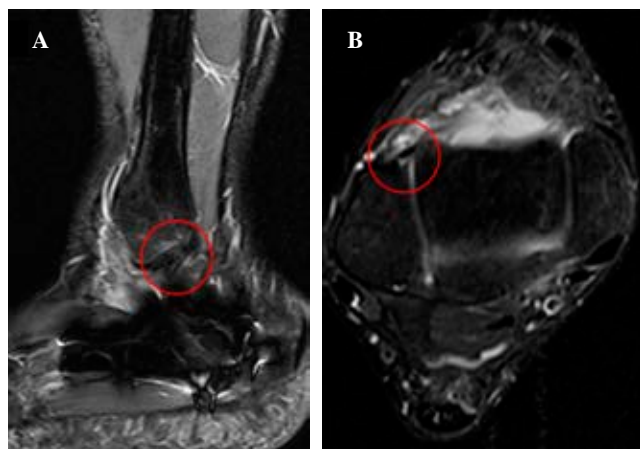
A) RMN corte sagital, LPC. B) RMN corte axial, LPAA.
